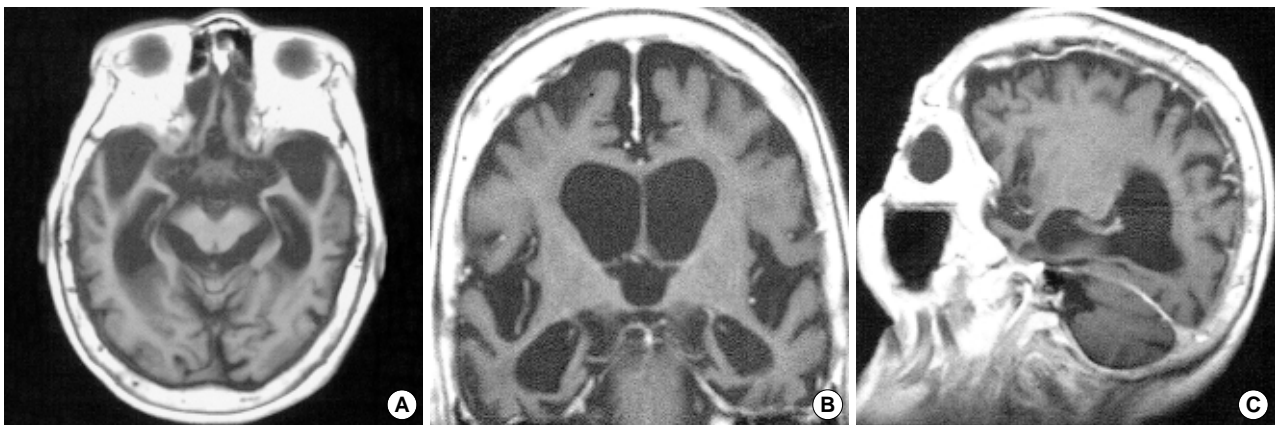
T1-weighted axial (A), coronal (B) and sagittal (C) MR images showing marked hippocampal and cortical atrophies with moderately dilated ventricles.
